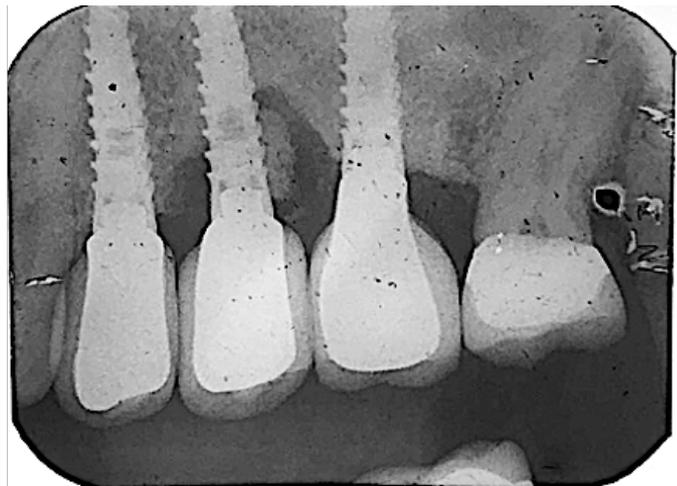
Radiografía periapical del paciente.
